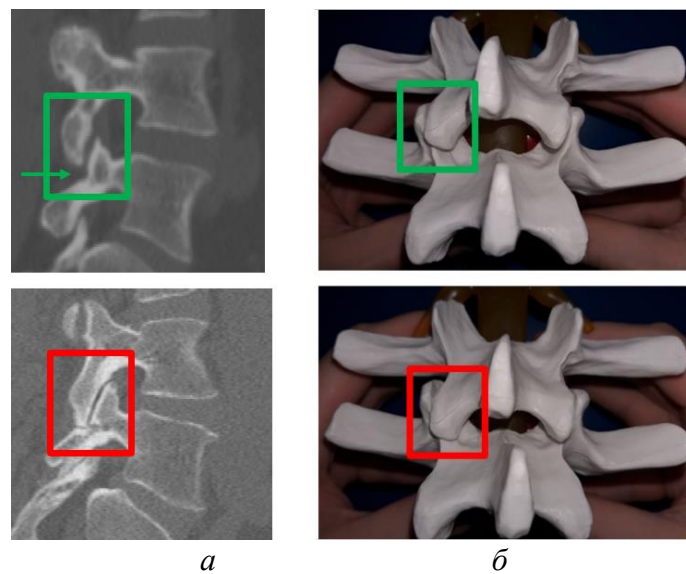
Сублюксация (подвывих) фасеточного сустава – красная рамка, норма – зеленая рамка. *a* – сагиттальный снимок КТ сегмента поясницы, вид справа; *б* – макет модели позвоночно-двигательного сегмента *L4–L5*, вид сзади
